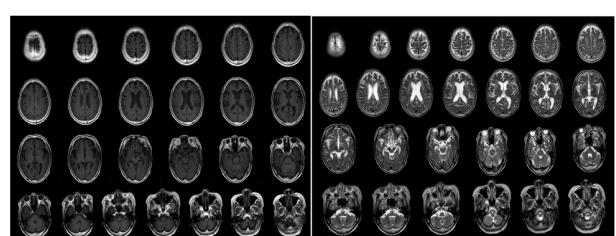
Brain MRI protocol sample data
